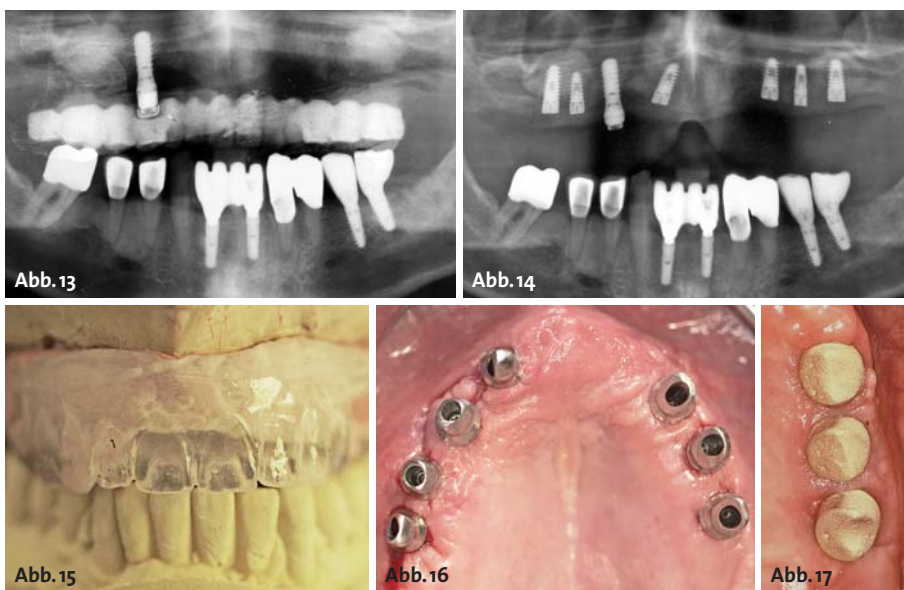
Orthopantomogramm Oberkiefer nach Augmentation (Sinus, Explantationsdefekte), Implantatplanung; Unterkiefer nach PAR-Behandlung, Langzeitprovisorien. – Abb. 14: Zustand nach Implantatinsertion im Oberkiefer. – Abb. 15: Einartikulieren mithilfe des Duplikats. – Abb. 16: Individuelle Abutments in situ. – Abb. 17: Anprobe der AGCs.
